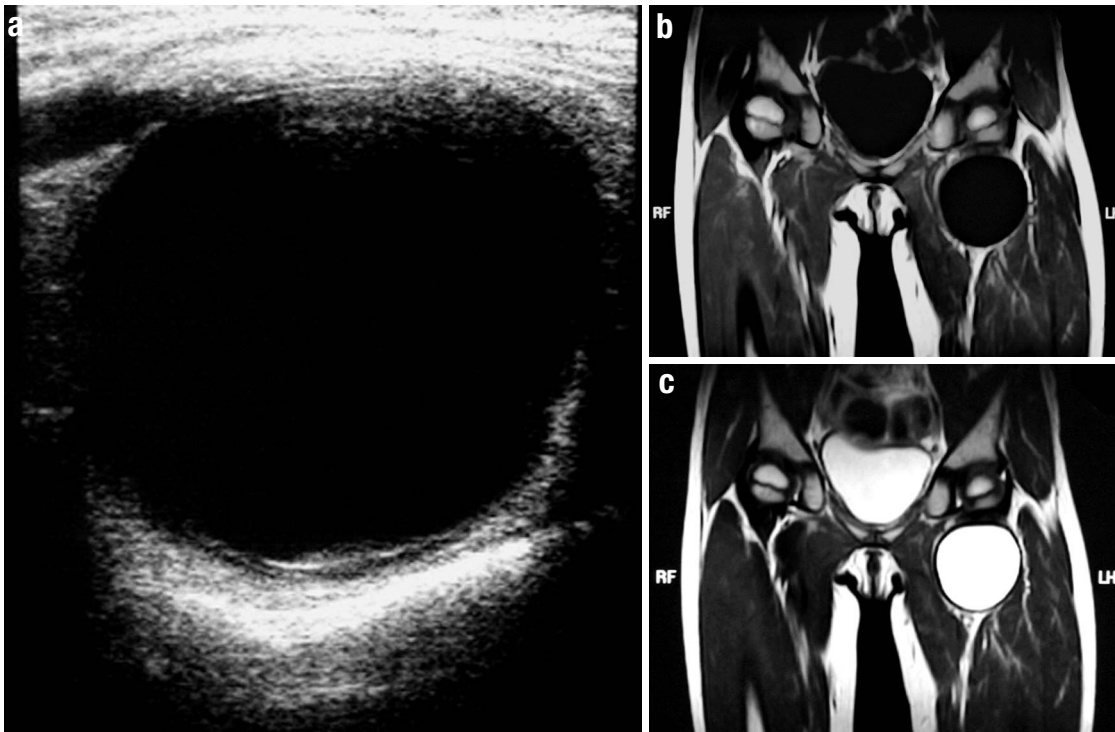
(a) Ultrasound image of the left thigh shows a unilocular cyst with anechoic, clear fluid content and smooth regular wall. Coronal T1-weighted (b) and T2-weighted (c) magnetic resonance images demonstrate a smooth, thin-walled, round cystic mass limited to the intermuscular area in the proximal thigh.
